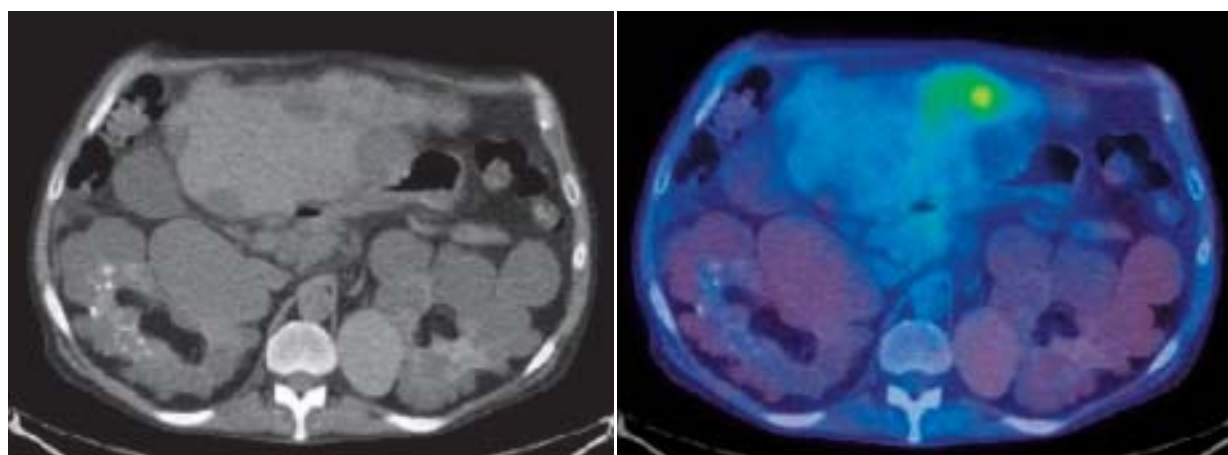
嚢胞感染(肝嚢胞)の FDG-PET/CT 像
